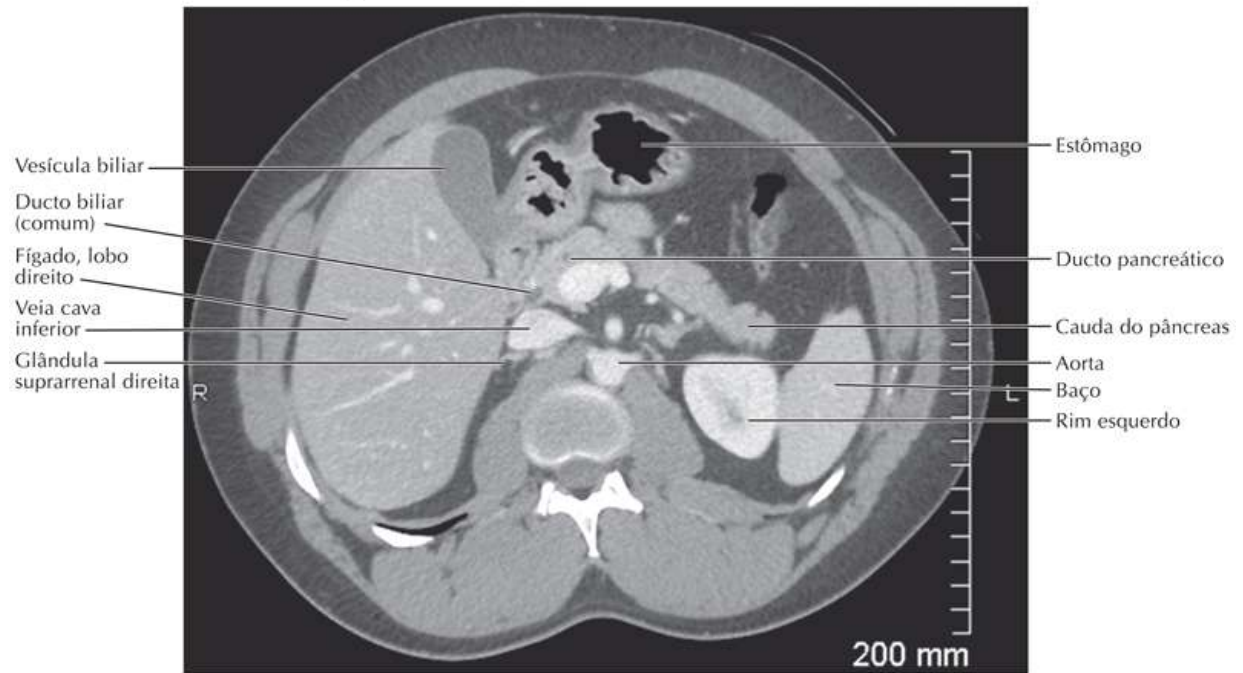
Imagem de TC Transversal ("Axial") da Parte Superior do Abdome
